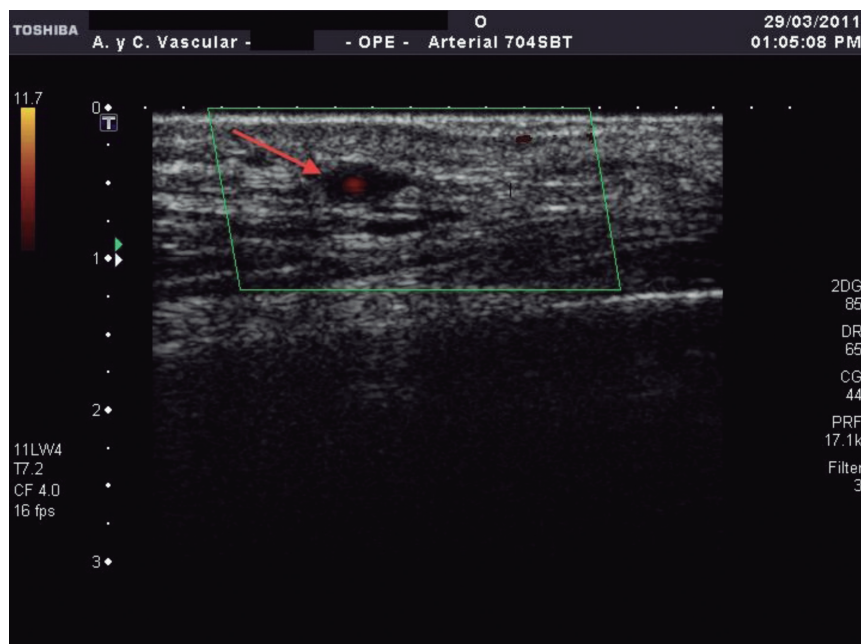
Imagen de halo característico en eco-Doppler en una arteritis de células gigantes.
